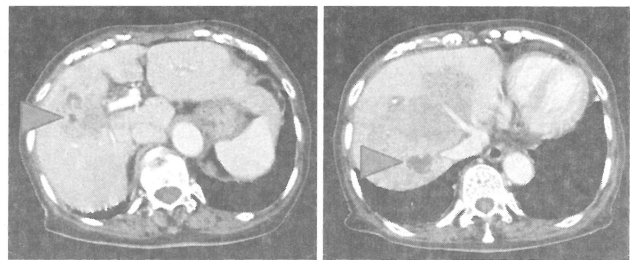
腹部ダイナミックCT 門脈相(第15病日)
